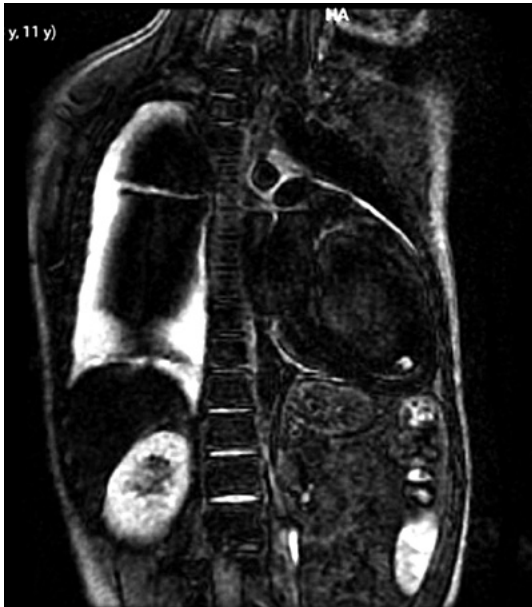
Resonancia magnética cardíaca: Trombo mural apical en ventrículo izquierdo.
